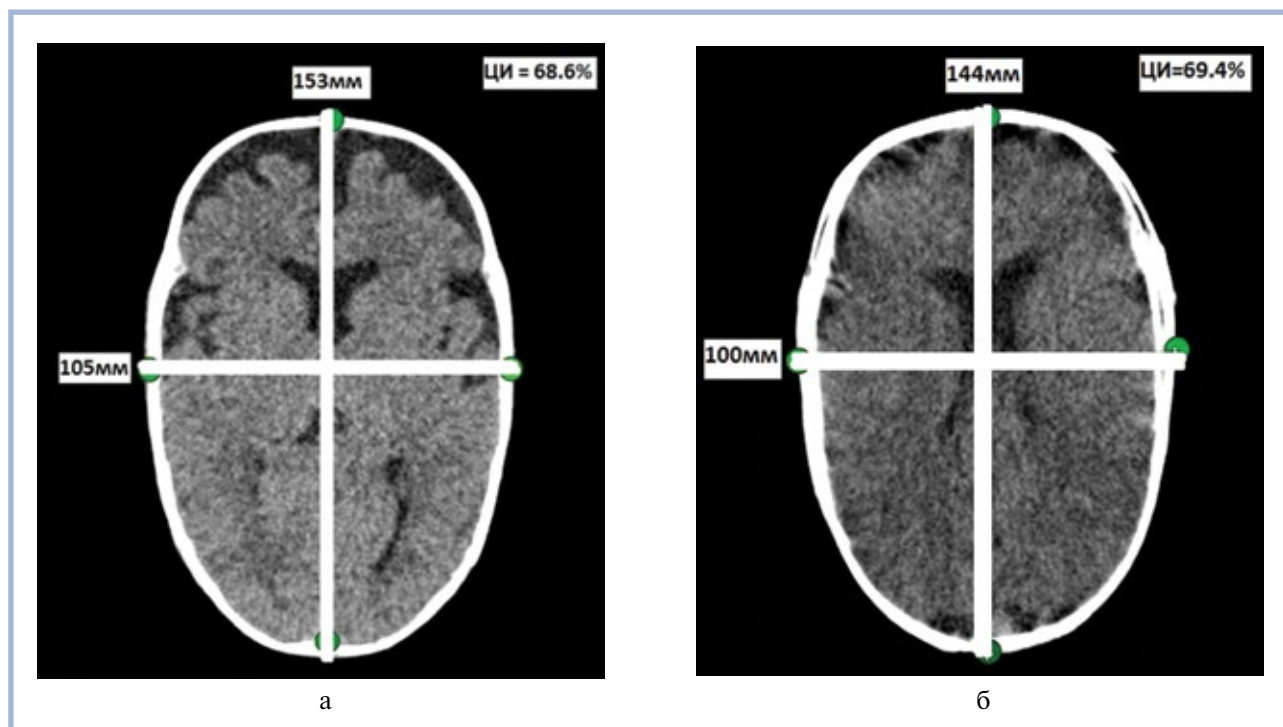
МСКТ с оценкой цефалического индекса у детей до операции.
